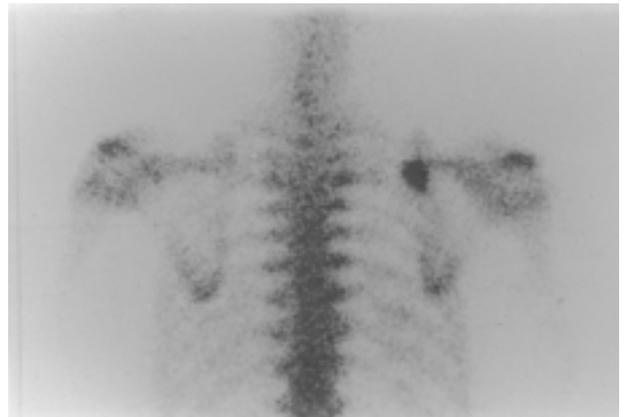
Esame scintigrafico
